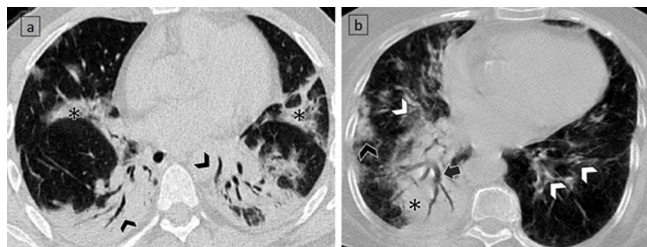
Cortes axiales de TC de tórax en ventana pulmonar de dos pacientes con neumonía COVID-19 con patrón empedrado (categoría B según clasificación INER).
